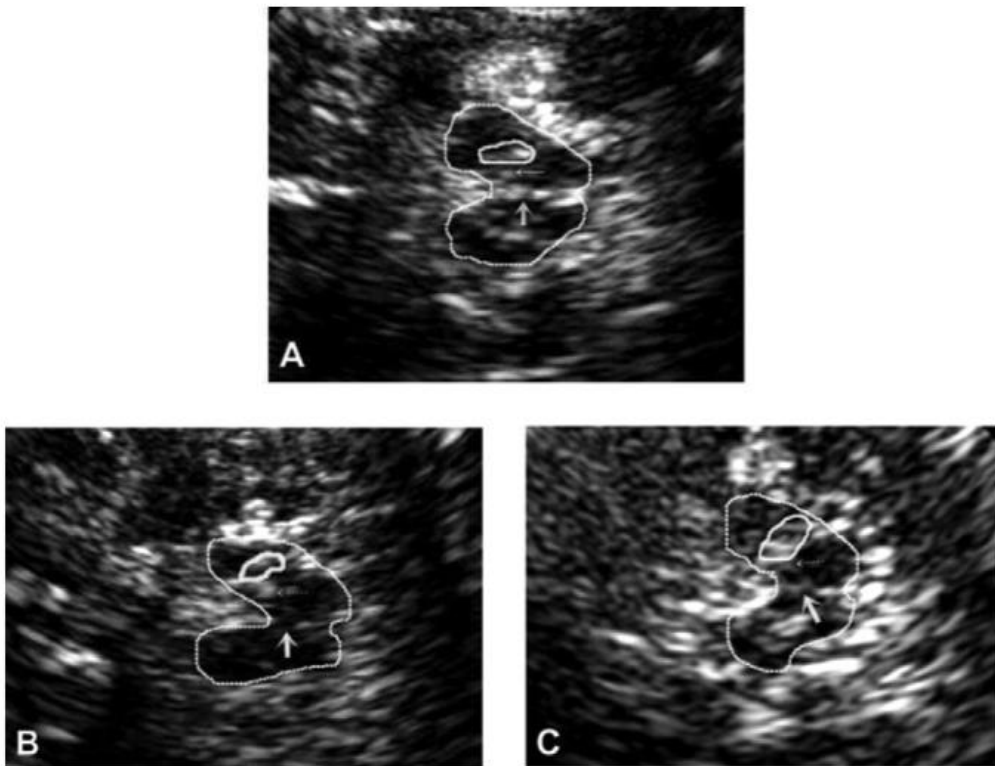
Ultrasonido transcraneal (TCS) imágenes axiales del mesencéfalo en tres personas. El cerebro medio en forma de mariposa fue rodeado para una mejor visualización (línea punteada). Las flechas gruesas indican el rafe del tallo cerebral; flechas delgadas: núcleo rojo; sustancia negra está rodeada con línea completa. (A) Tallo cerebral mesencefálico de un individuo sano con sustancia negra normal, solo ligeramente visible, y rafe del tallo cerebral, altamente ecogénico, que tiene la misma ecogenicidad que el núcleo rojo; (B) Rafe mesencefálico de un paciente con depresión unipolar, sustancia negra visible solo como una línea muy estrecha y una ecogenicidad anormal y reducida del rafe mesencefálico; (C) Rafe mesencefálico de un paciente con enfermedad de parkinson (EP) con depresión que muestra marcada hiperecogenicidad bilateral de la sustancia negra y ecogenicidad anormal y reducida del rafe del tallo cerebral.
